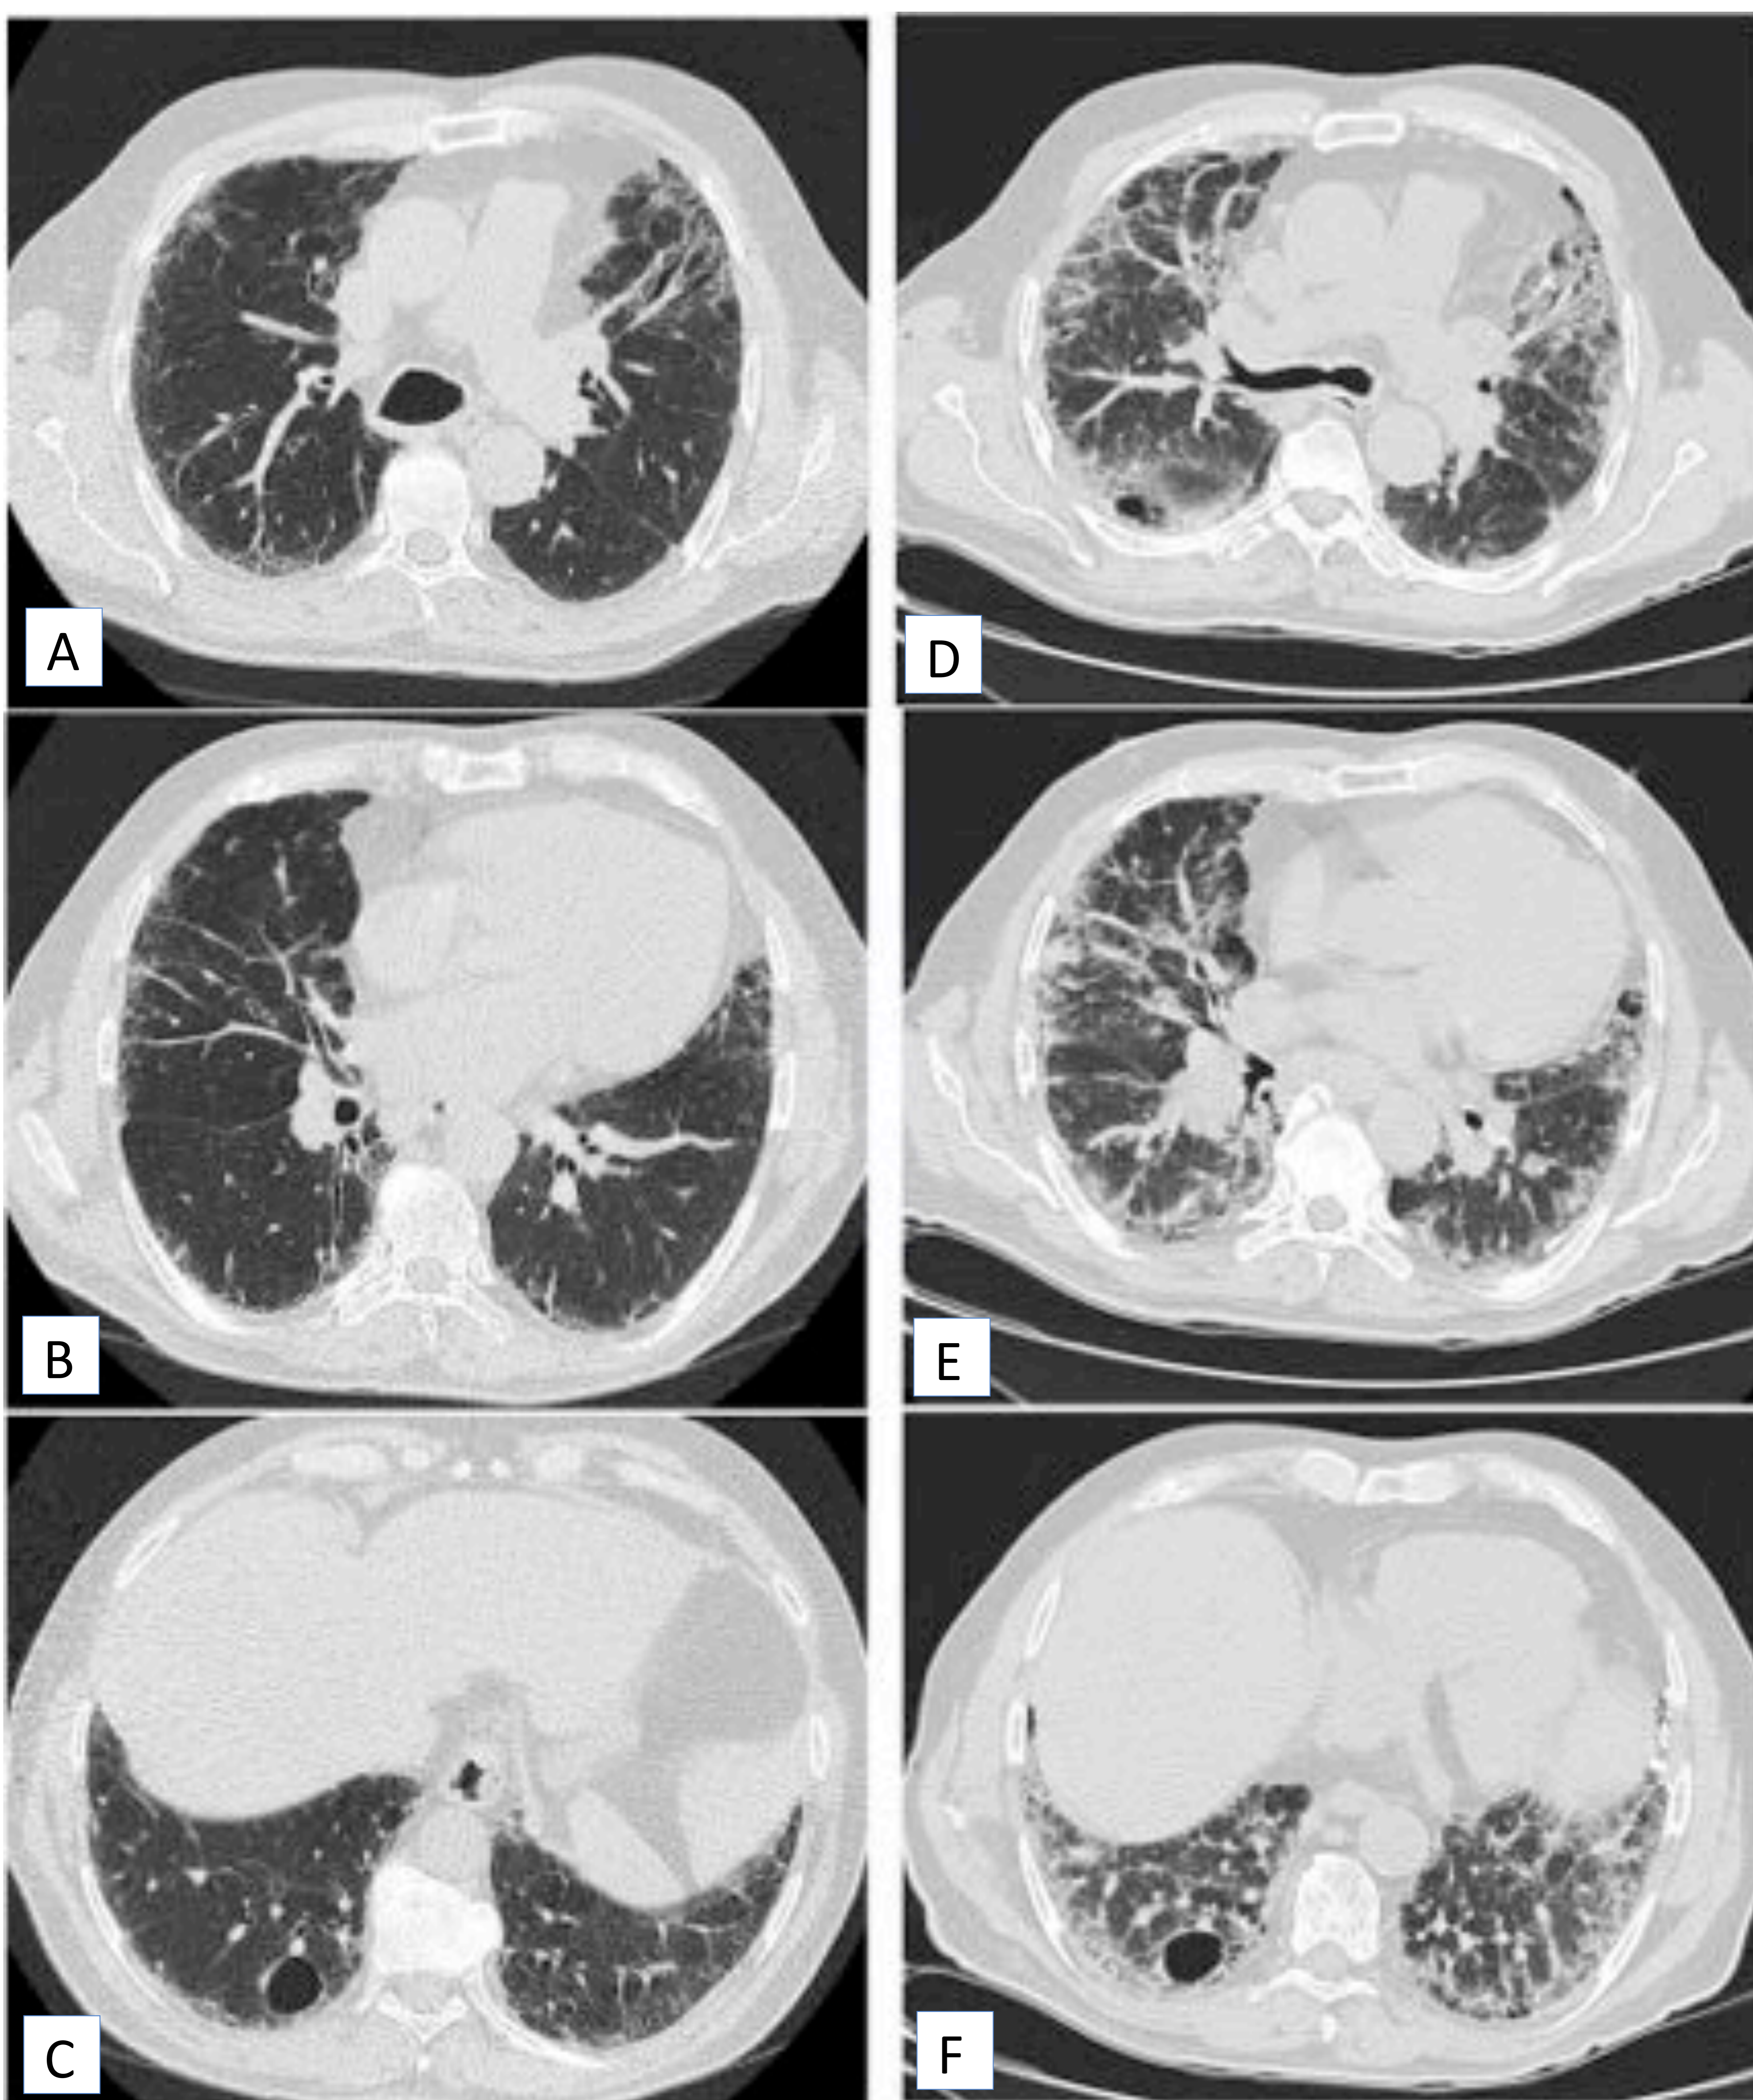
TC de tórax en paciente con patrón NIU y diagnóstico de FPI (A-C). Control evolutivo en el mismo paciente 13 meses después, en el que se aprecian numerosas áreas de vidrio deslustrado que sugieren exacerbación aguda o infección (D-F).
